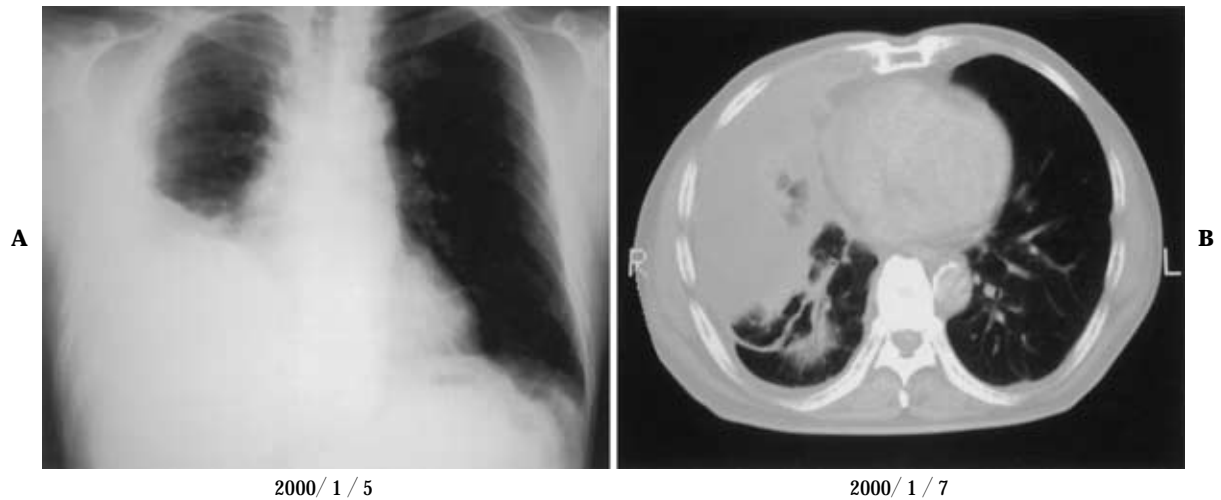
A. Chest X-ray film showing right pleural effusion without abnormal shadow in either total lung field. B. Chest CT on admission. Lung window showing atelectasis of the right lower lobe. Mediastinal window showing right pleural effusion.
